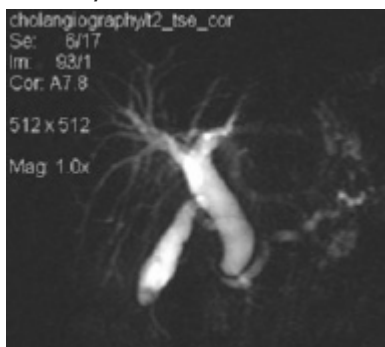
МРТ. Состояние после резекции желудка. А)
